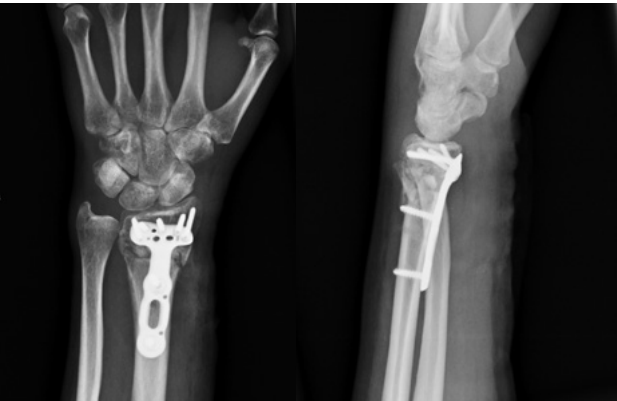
Рентгенограммы после на костного остеосинтеза перелома ДМЭ лучевой кости волярной пластиной с угловой стабильностью. Корректное стояние отломков. Движения возможны в первые сутки после операции, и никакой внешней иммобилизации
